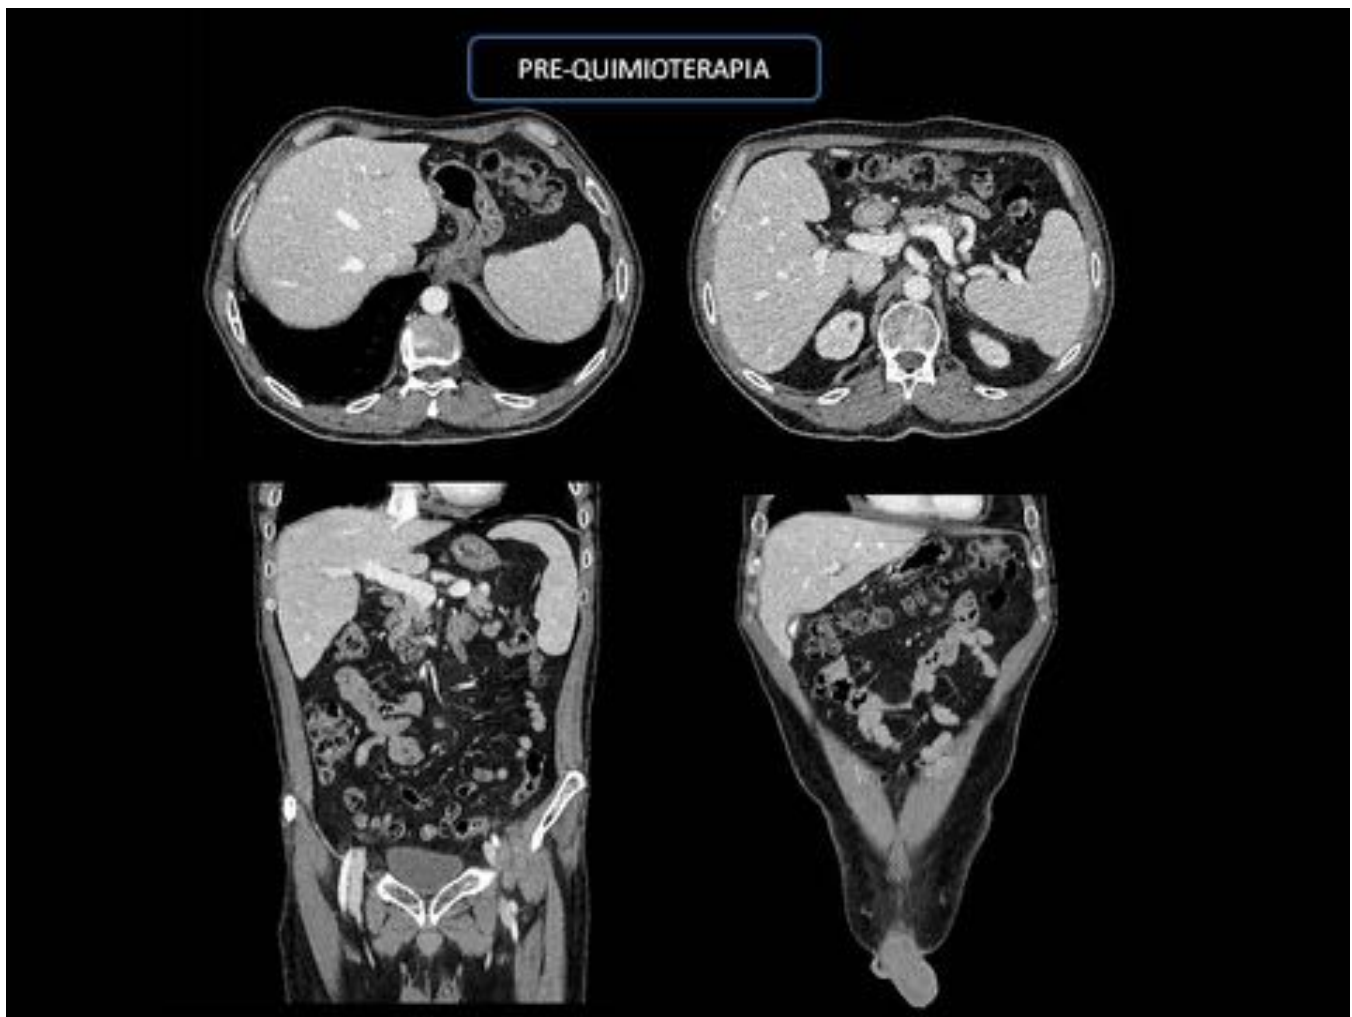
FIGURA 1. CORTES AXIALES Y RECONSTRUCCION CORONAL DE CT ABDOMINAL PRE-QUIMIOTERAPIA EN PACIENTE CON NEOPLASIA DE RECTO ESTADIO T4a POR AFECTACION DE REFLEXION PERITONEAL, SIN LOES HEPATICAS SOSPECHOSAS.
